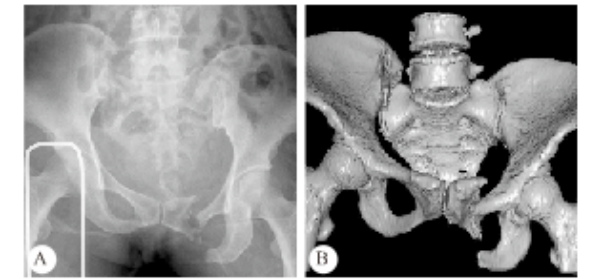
骶髂关节后脱位(Ⅱ型)术前骨盆正位 X 线(A)和骨盆 3D-CT (B)
